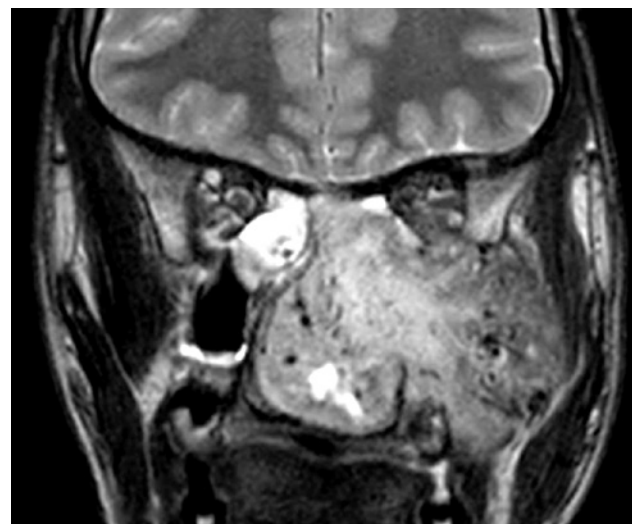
Imagen de RMN en T2 donde se observa gran tumoración nasal.
